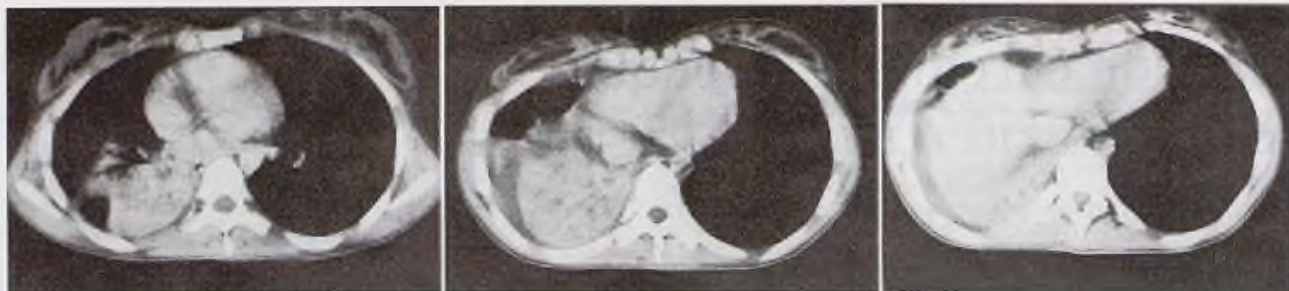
TAC de tòrax de la pacient.
